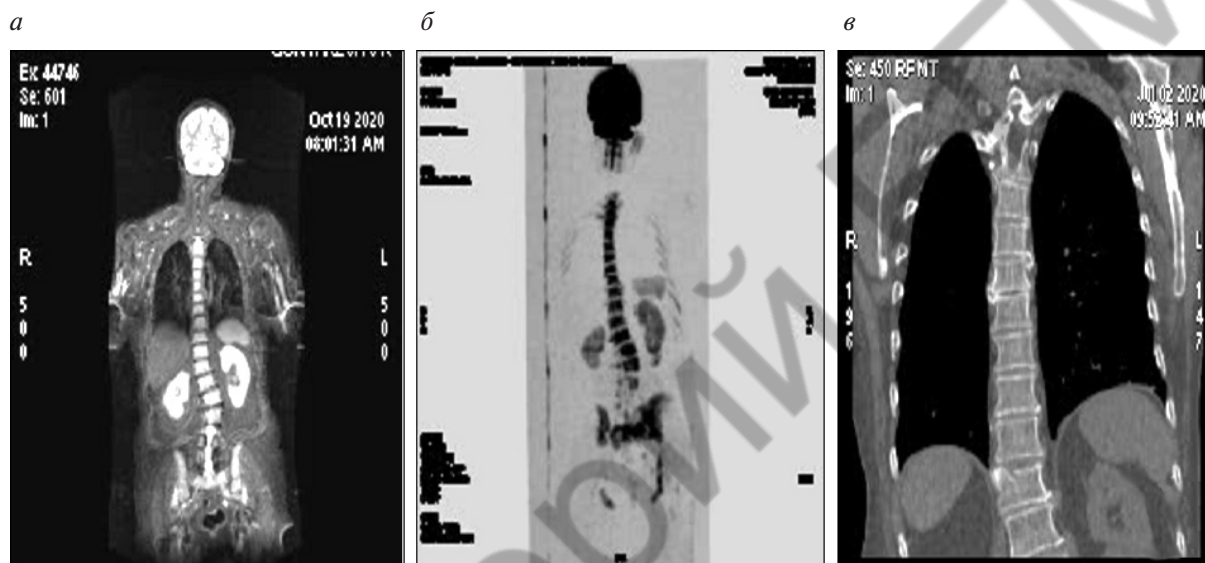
КТ-изображение проявлений диффузной формы ММ без плазмцитом:
